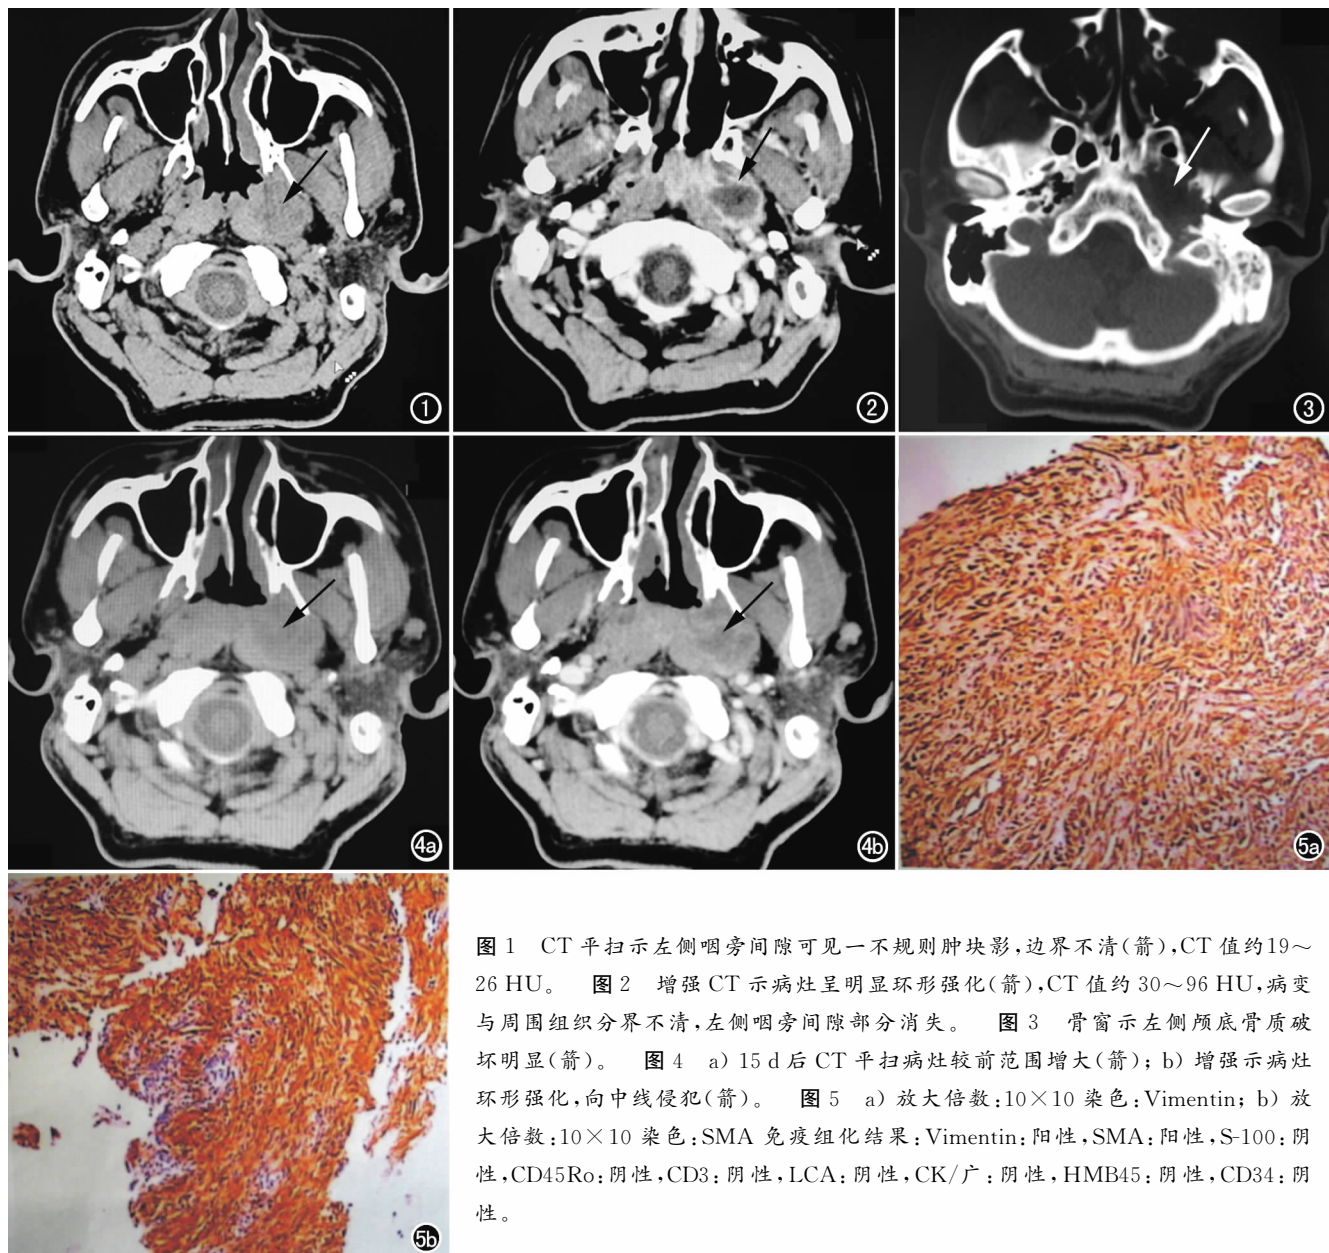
CT平扫示左侧咽旁间隙可见一不规则肿块影,边界不清(箭),CT值约19~26 HU。图2 增强CT示病灶呈明显环形强化(箭),CT值约30~96 HU,病变与周围组织分界不清,左侧咽旁间隙部分消失。图3 骨窗示左侧颅底骨质破坏明显(箭)。图4 a) 15 d后CT平扫病灶较前范围增大(箭); b) 增强示病灶环形强化,向中线侵犯(箭)。图5 a) 放大倍数:10×10 染色:Vimentin; b) 放大倍数:10×10 染色:SMA 免疫组化结果:Vimentin:阳性, SMA:阳性, S-100:阴性, CD45Ro:阴性, CD3:阴性, LCA:阴性, CK/广:阴性, HMB45:阴性, CD34:阴性。
